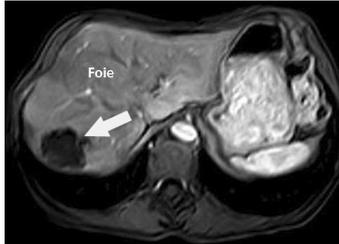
Angiome en IRM pondérée T1 au temps portal
